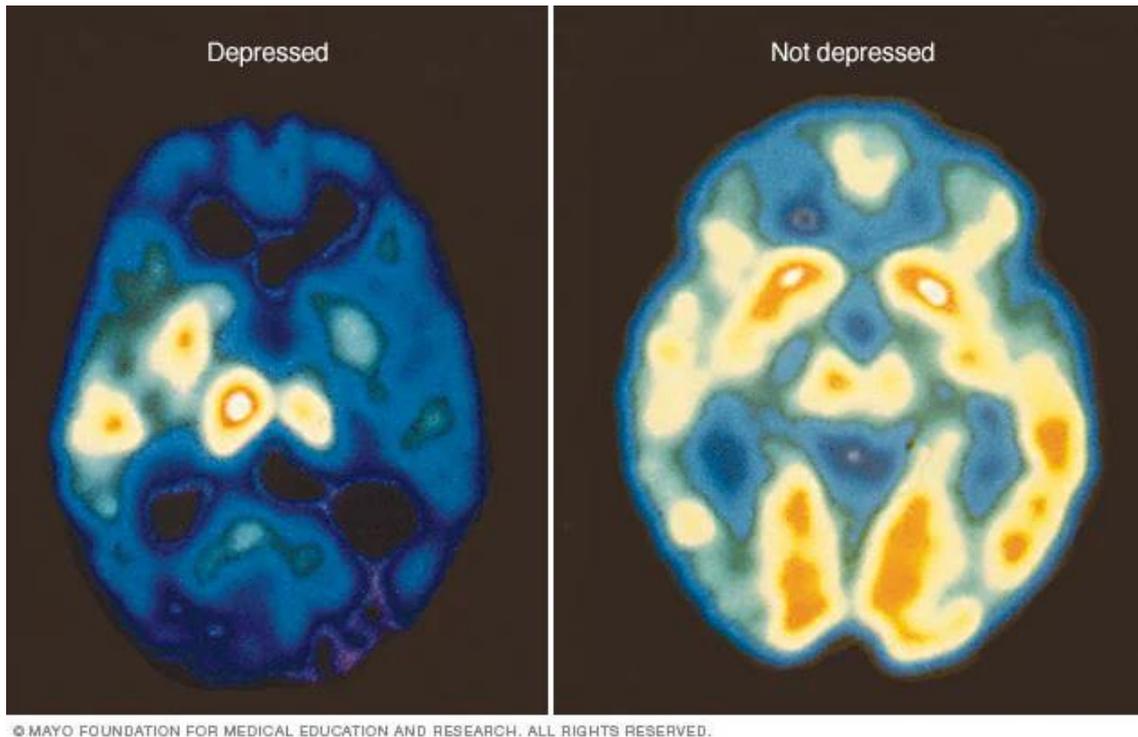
Tomografía de la actividad cerebral. A la derecha se ve la actividad cerebral de una persona sana, con más áreas blancas y amarillas, y en la izquierda, el aumento de áreas azules y verdes indican una actividad cerebral reducida debido a la depresión. Imagen tomada de Mayo Clinic.
